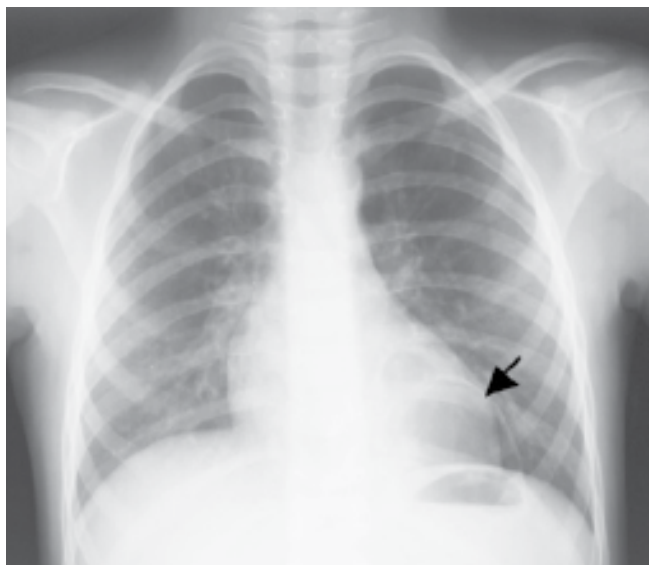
• Radiografia de tórax em incidência postero-anterior, onde se observa imagem de contono arredondado na base do pulmão esquerdo, com nível hidro-aéreo, compatível com abscesso pulmonar.
